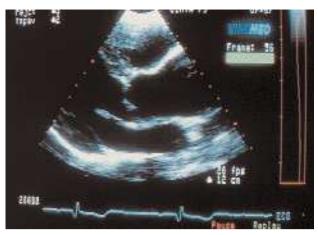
Ecocardiograma bidimensional, corte longitudinal en el que se observa una dilatación importante de la raíz aórtica en un paciente con válvula aórtica bicúspide.
